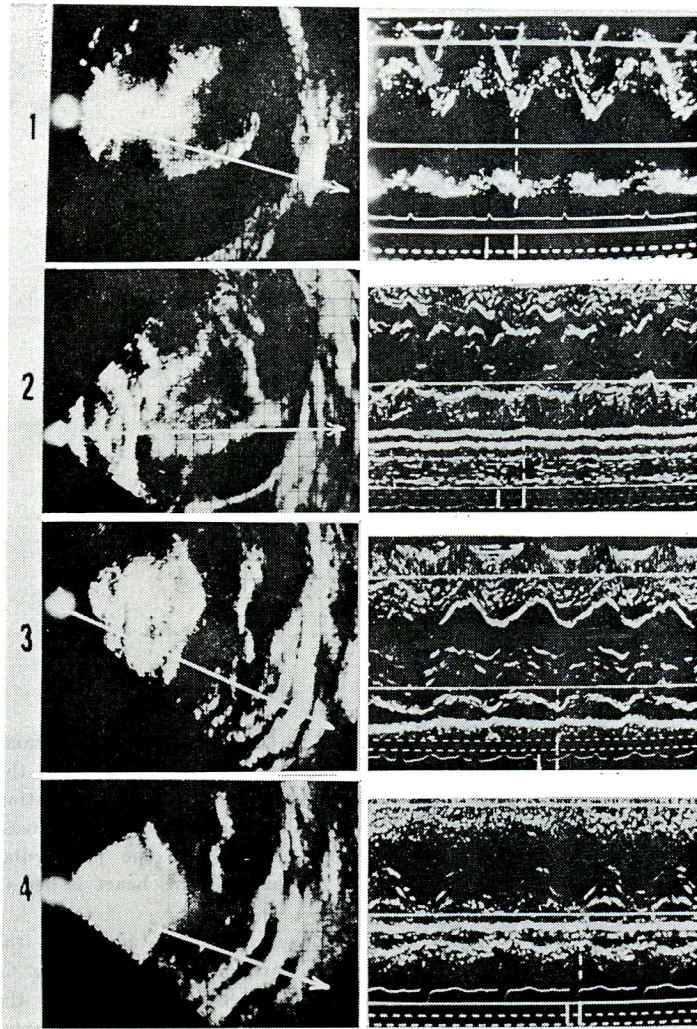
Relationships between UCG pattern and severity of pericardial effusion. The ultrasonic beam was projected along the direction towards the left ventricle as shown by the white arrow on ultrasono-cardiotomogram
